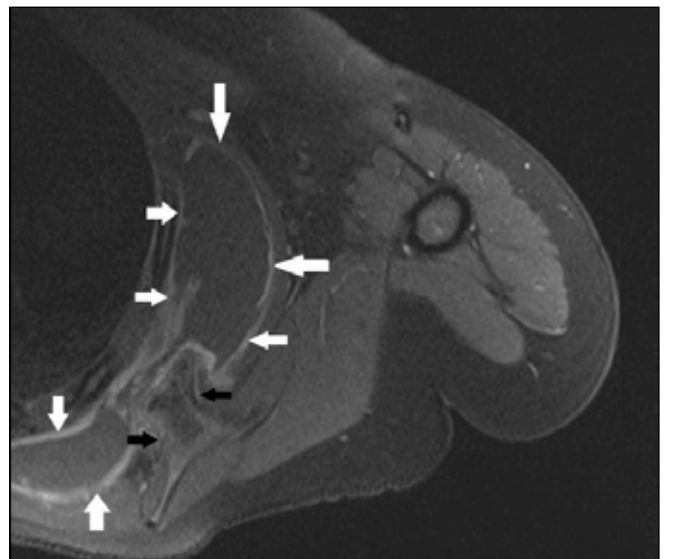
Aksiyel PD ağırlıklı MRG'de kemik medullası ile devamlılık gösteren lezyon (siyah ok). Lezyon ile toraks duvarı arasında sıvı lokülasyonu (beyaz ok).
